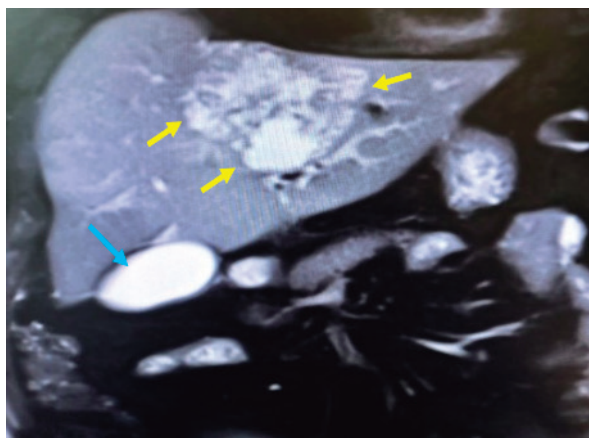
Пациент Г., 46 лет – МРТ печени: в 4 сегменте определяется многокамерное образование с нечеткими контурами
